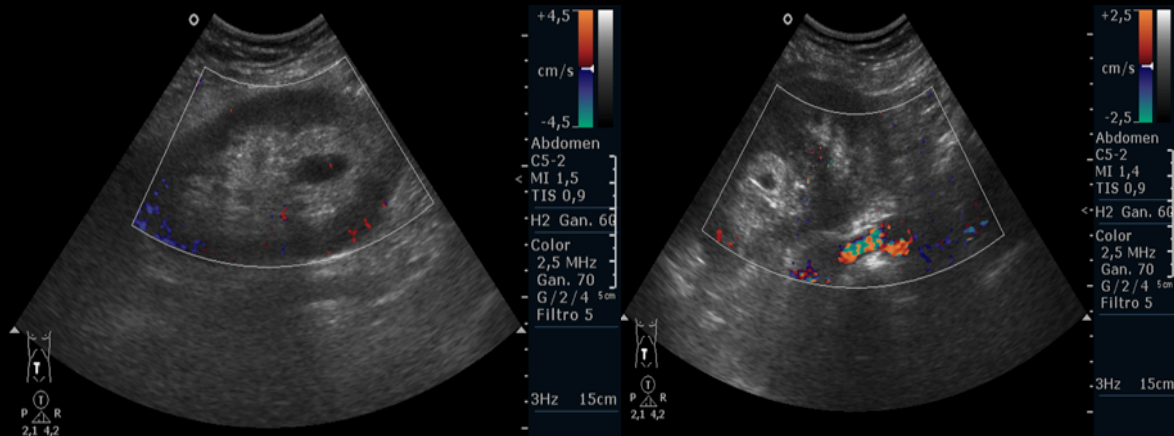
Ecografía-Doppler: se identifica ausencia prácticamente completa de señal Doppler y una aparente amputación del registro de color a nivel de hilio renal que indican estenosis de la arteria.
